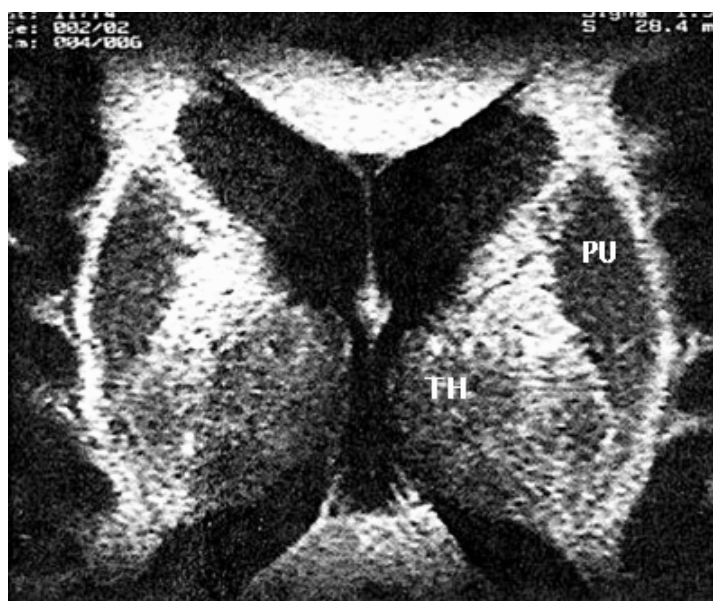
coupe IRM axiale passant par le putamen (PU) et le thalamus (TH).
